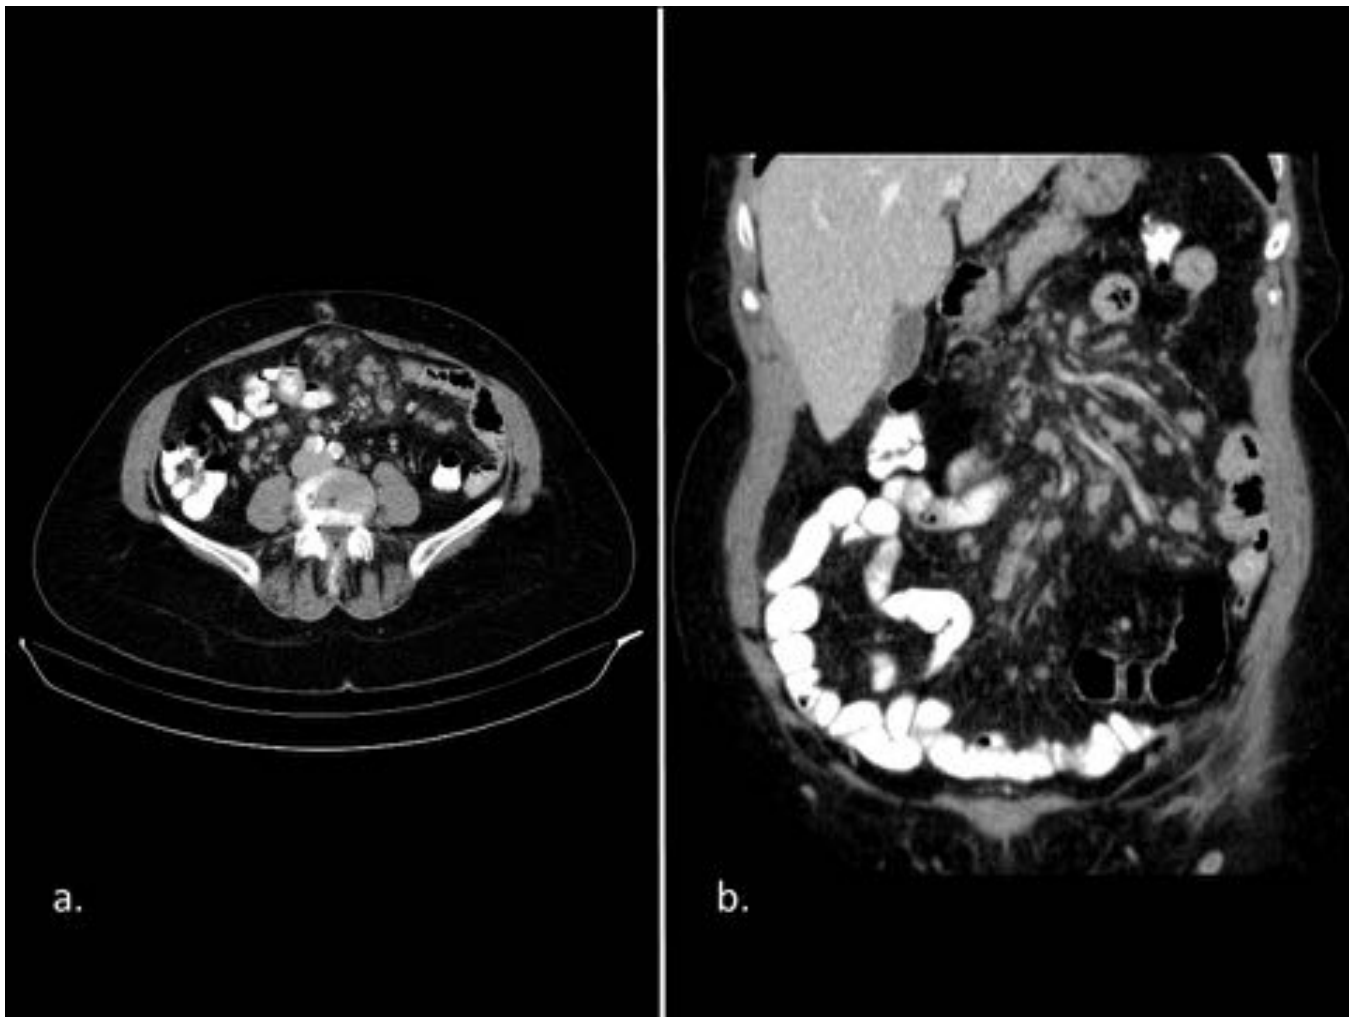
Linfoma no Hodgkin folicular en mujer de 77 años. Imágenes de TC con contraste oral e iv axial (a) y coronal (b) donde se identifican múltiples adenopatías de pequeño tamaño que se extienden de forma difusa por todo el mesenterio.
